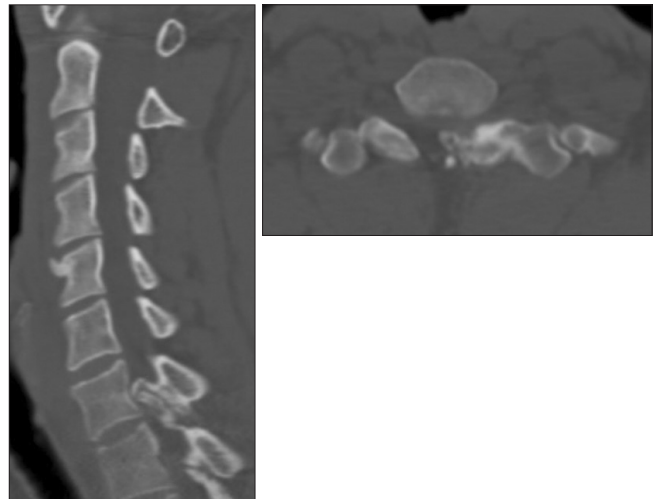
Computed tomography showing a 1.3×0.9×1.0 cm size bony mass arising from the left superior articular process of the T1 vertebra with significant central canal narrowing.
